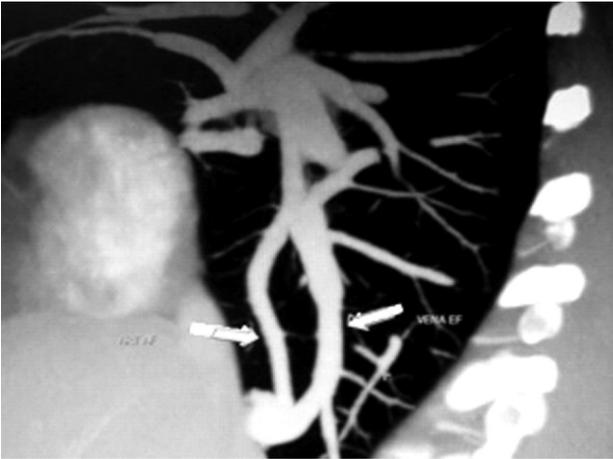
Angiotomografía de tórax mostrando fístula arteriovenosa pulmonar simple donde se diferencian sus componentes: arteria aferente, saco aneurismático y vena eferente (flechas).
